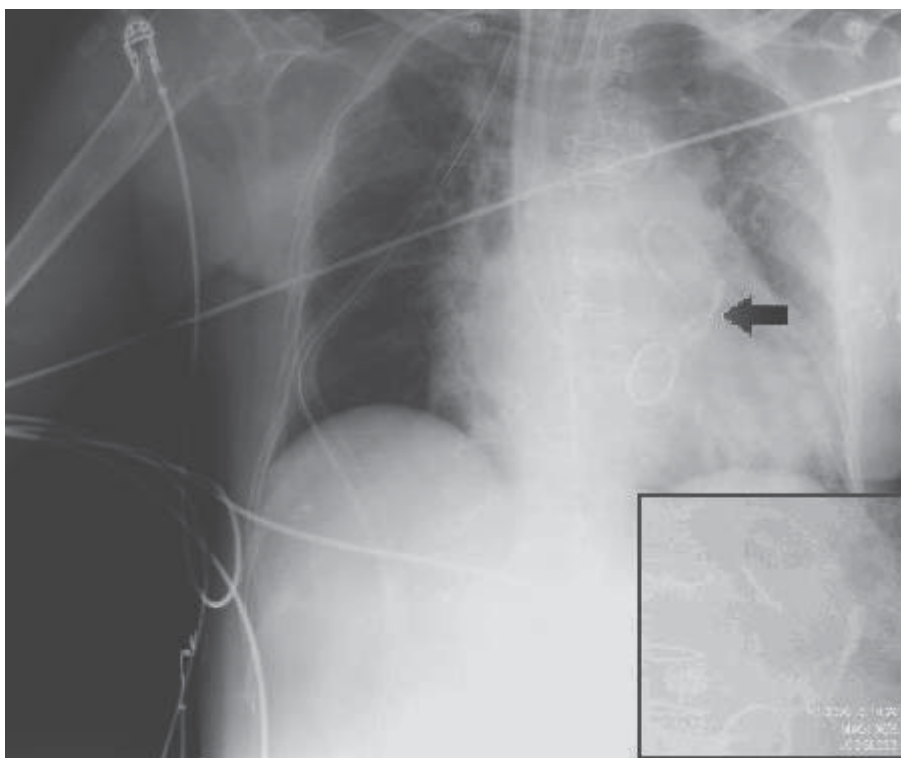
Radiografía posteroanterior que muestra el anudamiento en el catéter de arteria pulmonar en la zona central del recuadro.
